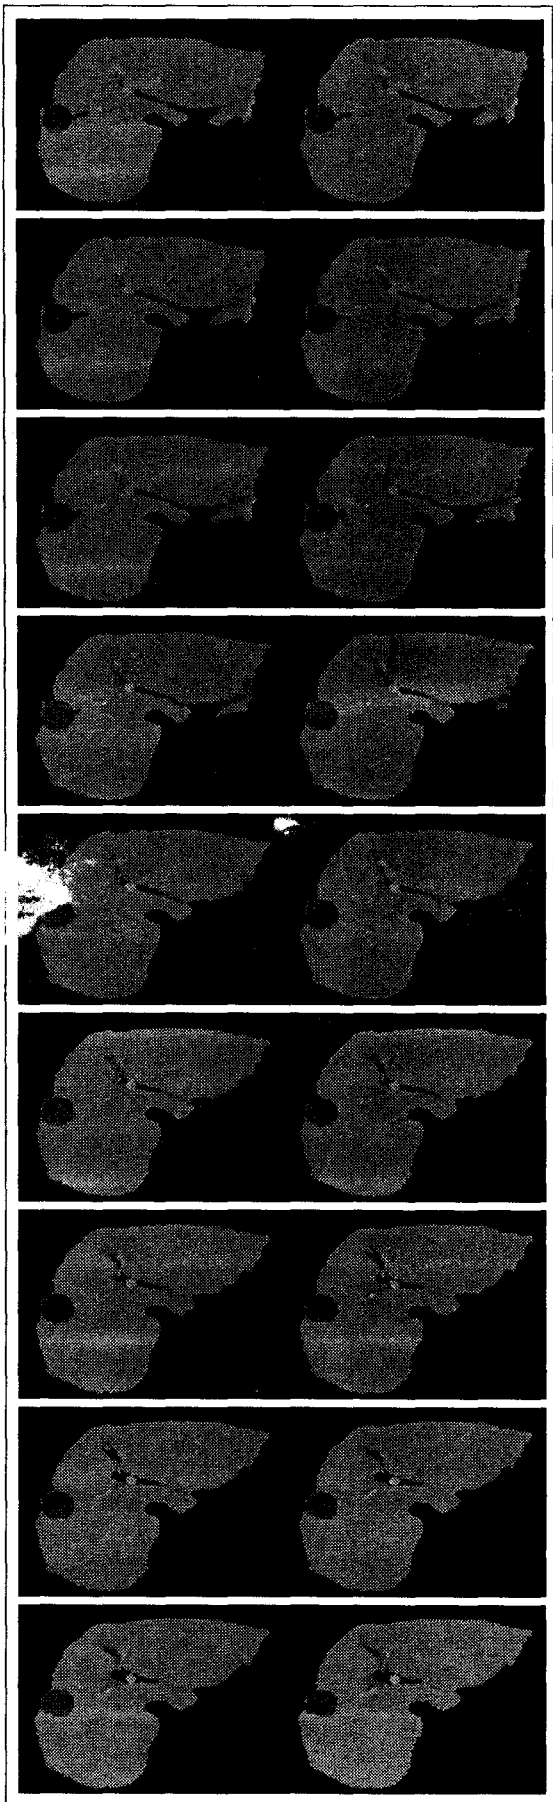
조영증강 CT 영상에 제안된 방법을 적용한 결과 영상
